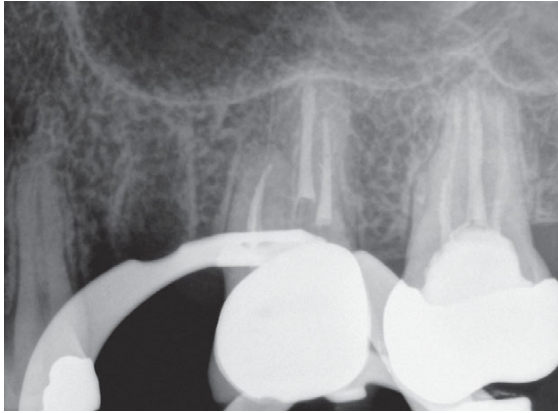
Auf der Röntgenkontrollaufnahme nach Abschluss der thermoplastischen Wurzelkanalfüllung ist distobukkal kein erhöhter Substanzabtrag als Folge der Fragmententfernung zu erkennen.
